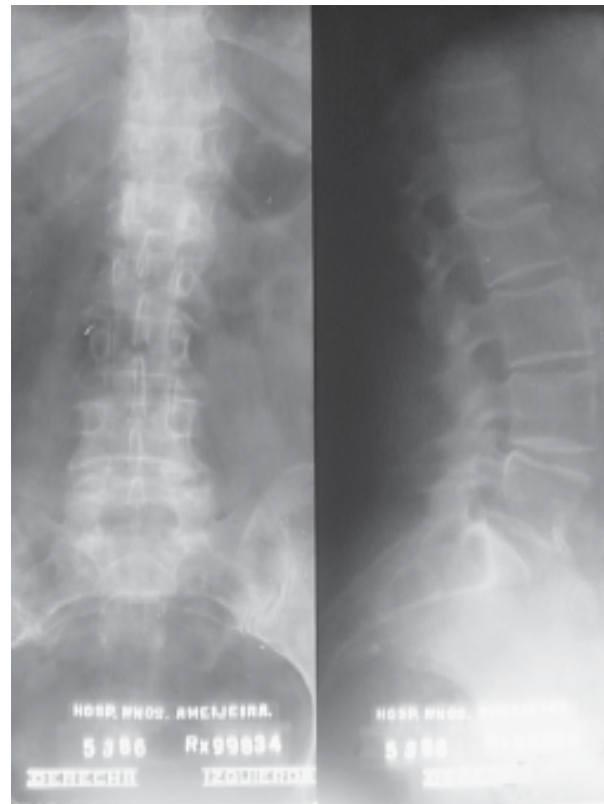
Radiografías frontal y lateral de columna lumbosacra. Osteoporosis con aplastamiento del cuerpo vertebral L2.
